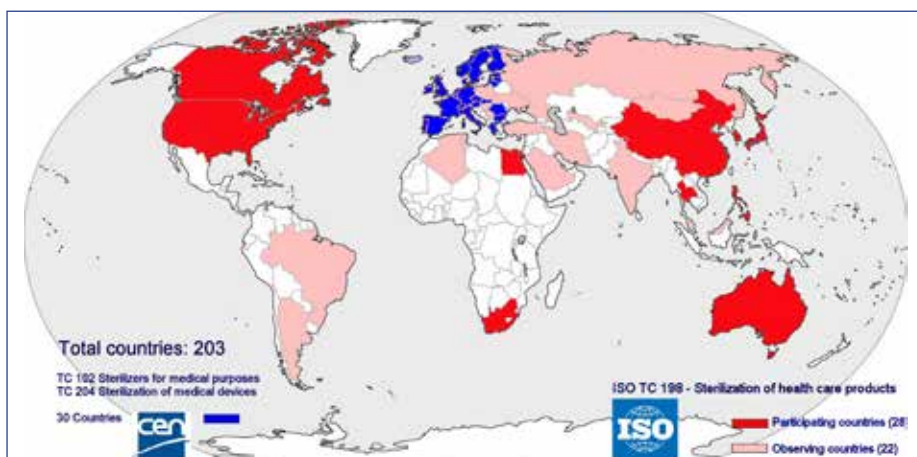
Adesão à ISO e CEN Nenhum país de baixo rendimento é membro dos Comitês Técnicos (TC) relacionados com a esterilização nas organizações de normalização e, portanto, não têm influência sobre as normas formuladas
